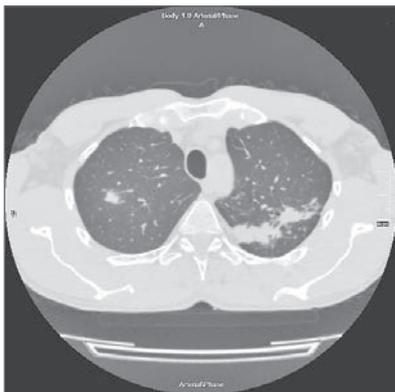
Аксіальний зріз КТ ОГК пацієнта Ч.
